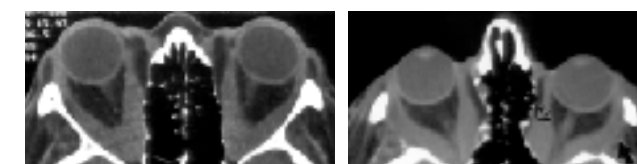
TDM, vue axiale. À droite, orbitopathie de Graves préopératoire. À gauche, même patient après décompression orbitaire. La lame papyracée ainsi que le mur latéral de l'orbite ont été enlevés. L'exophtalmie s'est améliorée.
